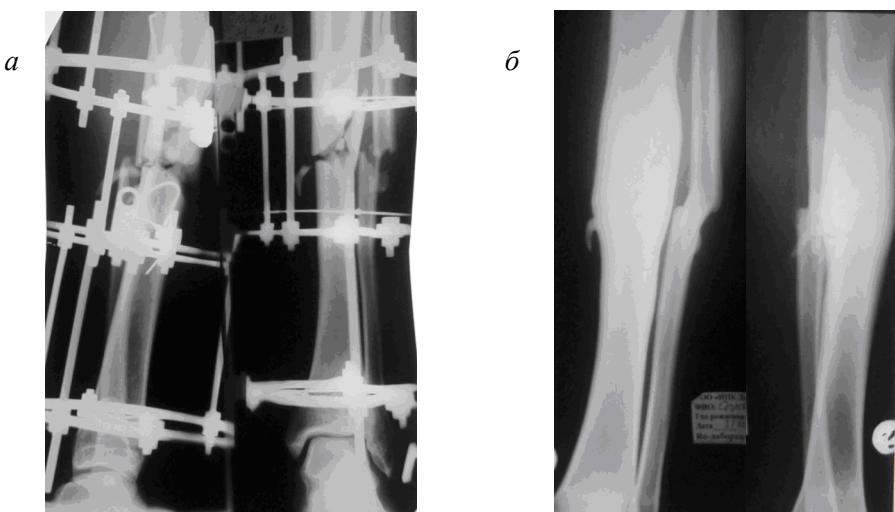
Рентгенограми пацієнта С., 35 років: а – перелом середньої третини діафіза великомілкової (тип B2) та маломілкової кісток, лікування АЗФ; б – консолідований перелом кісток гомілки через 4 місяці від початку лікування з повністю сформованою періостальною і ендостальною кістковою мозоллю
